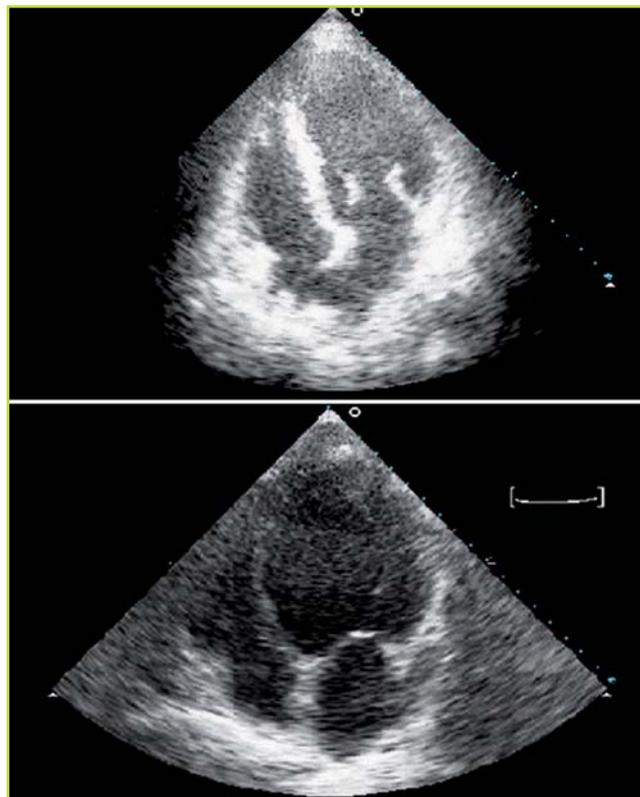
Comparación de ecocardiografía de un ventrículo izquierdo normal (arriba) y un ventrículo izquierdo insuficiente (abajo). Nótese como el ventrículo izquierdo insuficiente ha perdido la morfología normal, tornándose en una cavidad dilatada y esférica (remodelado).
